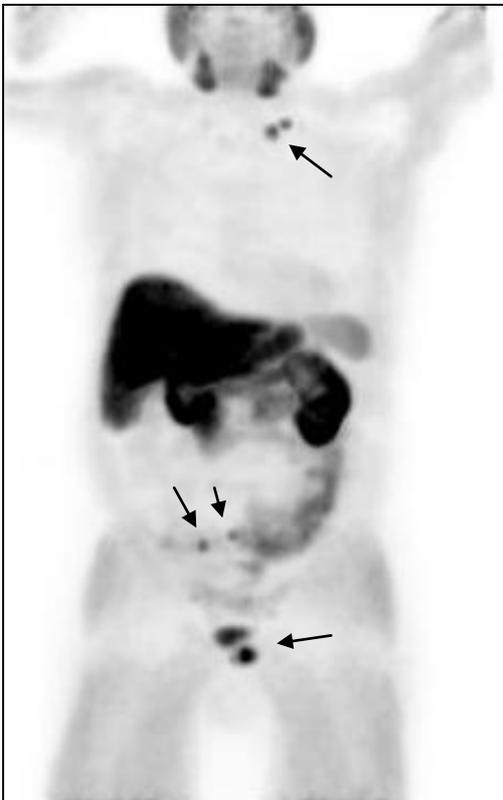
PET/CT 11C-Colina. Recidiva con afectación local, ganglionar regional y metastásica.
